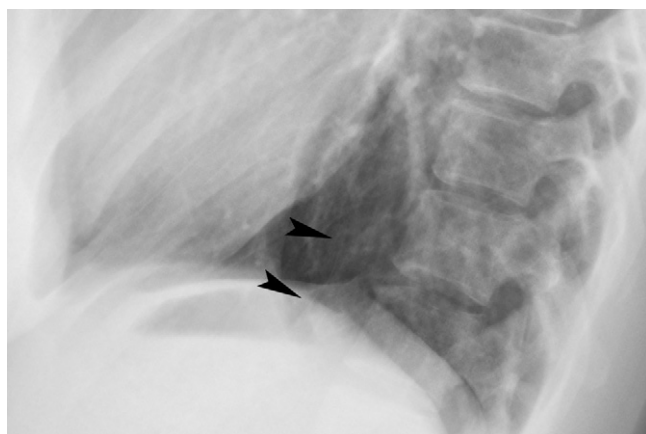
Ligament pulmonaire sur une radiographie de profil (têtes de flèches).
